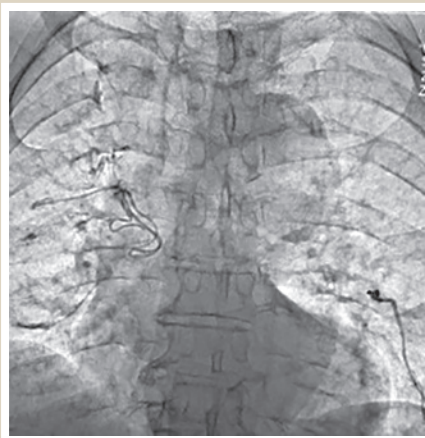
Фрагмент рентгенограммы органов грудной полости пациента П., 1940 г. р. перед проведением селективной коронарографии. Множество R-контрастных инородных тел в паренхиме легких.
